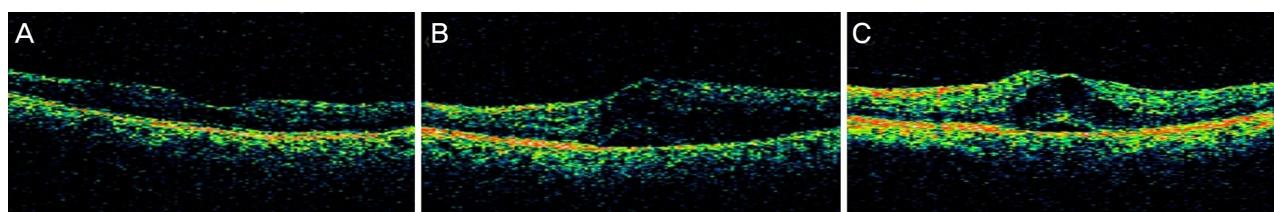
Representative range of cystoids abnormalities of study eyes with macular edema. (A) Preoperative optical coherence tomography (OCT). (B) Post-operative 1 month OCT. (C) Post-operative 3 months OCT.
